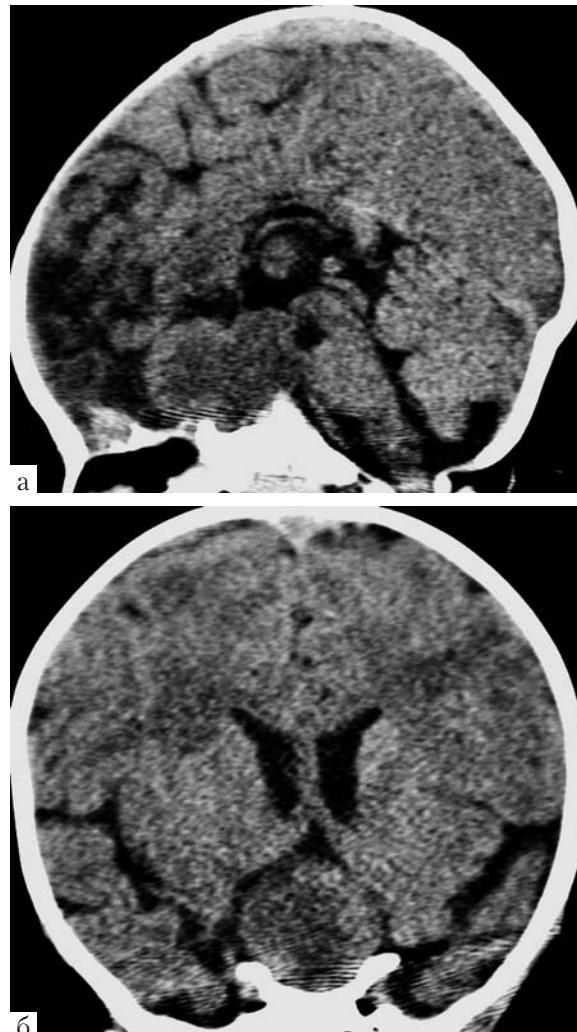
МСКТ пациентки, 8 месяцев: а — сагиттальная реконструкция. Визуализируется киста краинифарингиомы с антеселлярным распространением; б — фронтальная реконструкция. Боковые желудочки мозга не расширены
